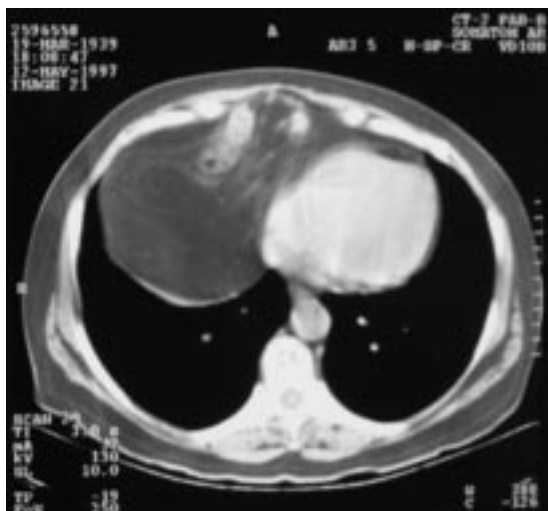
TAC Abdominal con Hernia de Morgagni asintomática. El diagnóstico fue realizado durante abordaje laparoscópico para colecistectomía.
